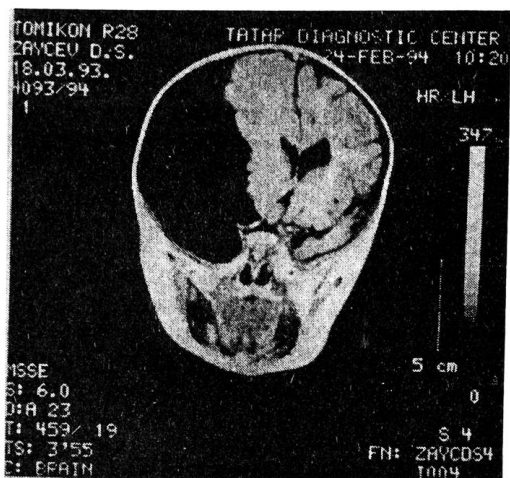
ЯМР-томограмма арахноидальной кисты супра- и субтенториальной локализации (гипоплазия левого полушария головного мозга и мозжечка).
